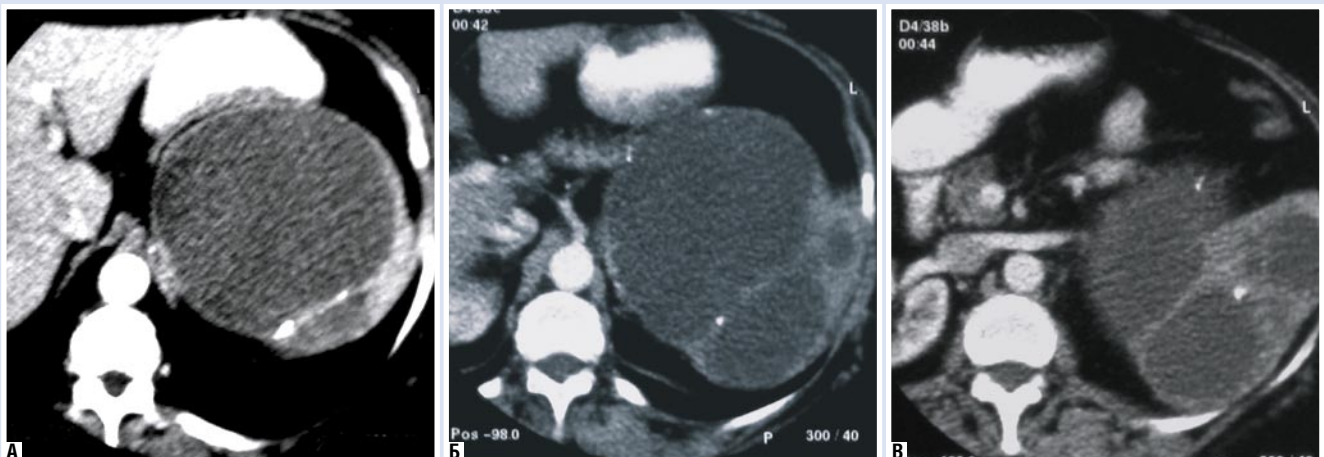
КТ-изображение кист селезенки с кальцинатами в стенках: А, Б, В – разные уровни аксиальных срезов
